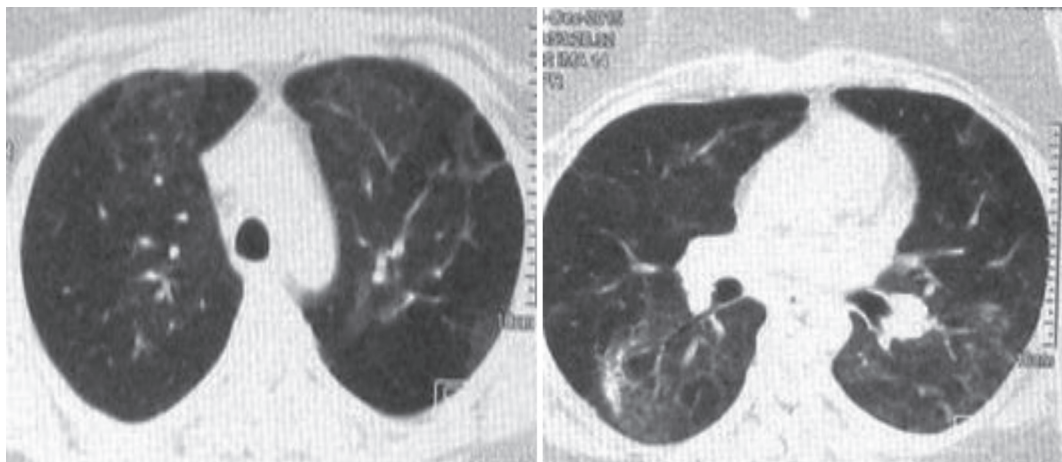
Больная С., 38 лет, КТ ОГК от 21.12.2015 г.
